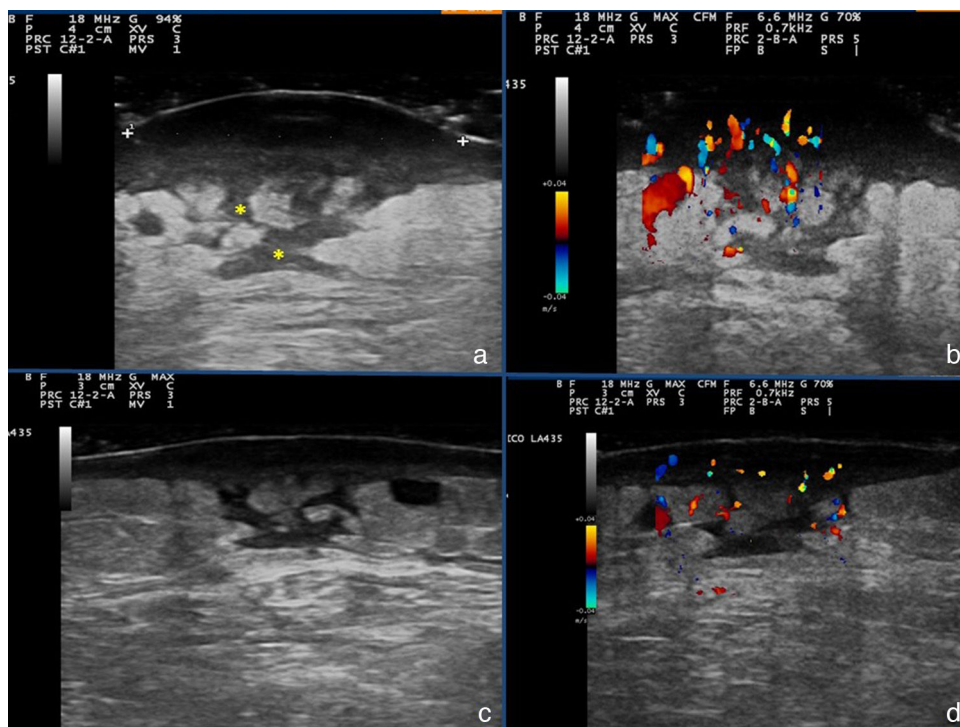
Ecografía cutánea: (a) y (b) fase inicial. *: tractos hipoeoicos correspondientes a trayectos fistulosos. (c) y (d) control evolutivo tras una semana de tratamiento: disminución de banda hipoeoica subepidémica, así como vascularización en el modo Doppler color, persistiendo tractos hipoeogénicos a nivel subepidémico.
